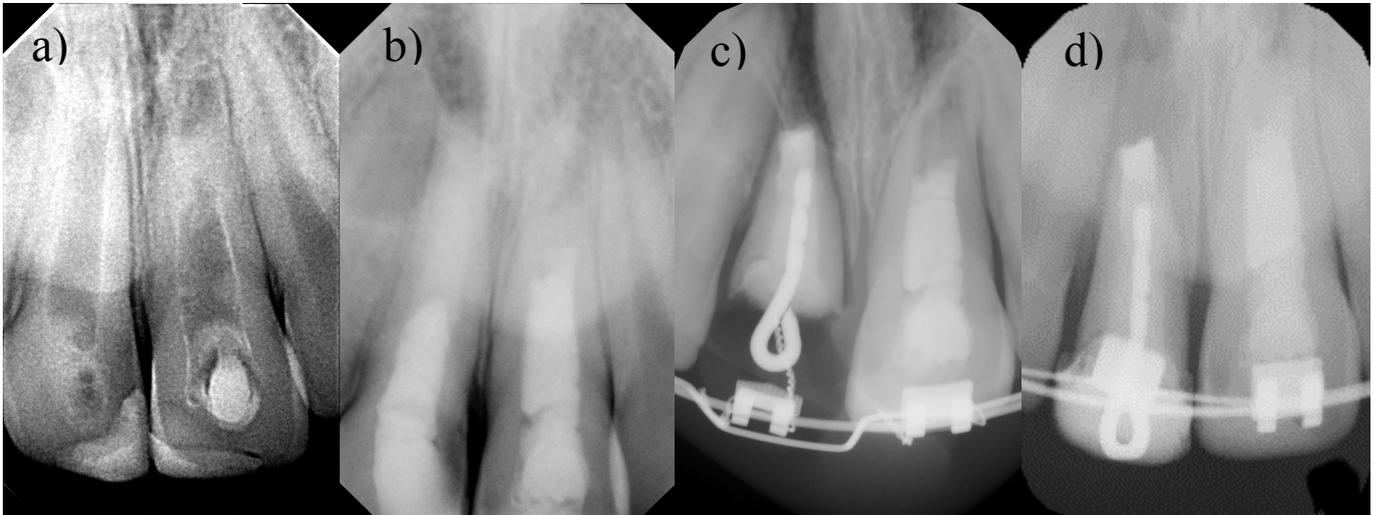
a) Radiografia periapical pré-operatória dos dentes 11 e 21, em 2013. b) Radiografia periapical do pós-operatório imediato dos dentes 11 e 21, em 2013. c) Radiografia periapical de controlo do dente 21 e controlo da colocação de um pino metálico para provocar extrusão ortodôntica, em 2015. d) Radiografia periapical de controlo do tratamento ortodôntico do 11 e controlo do 21, em 2016. – Caso Clínico 5
